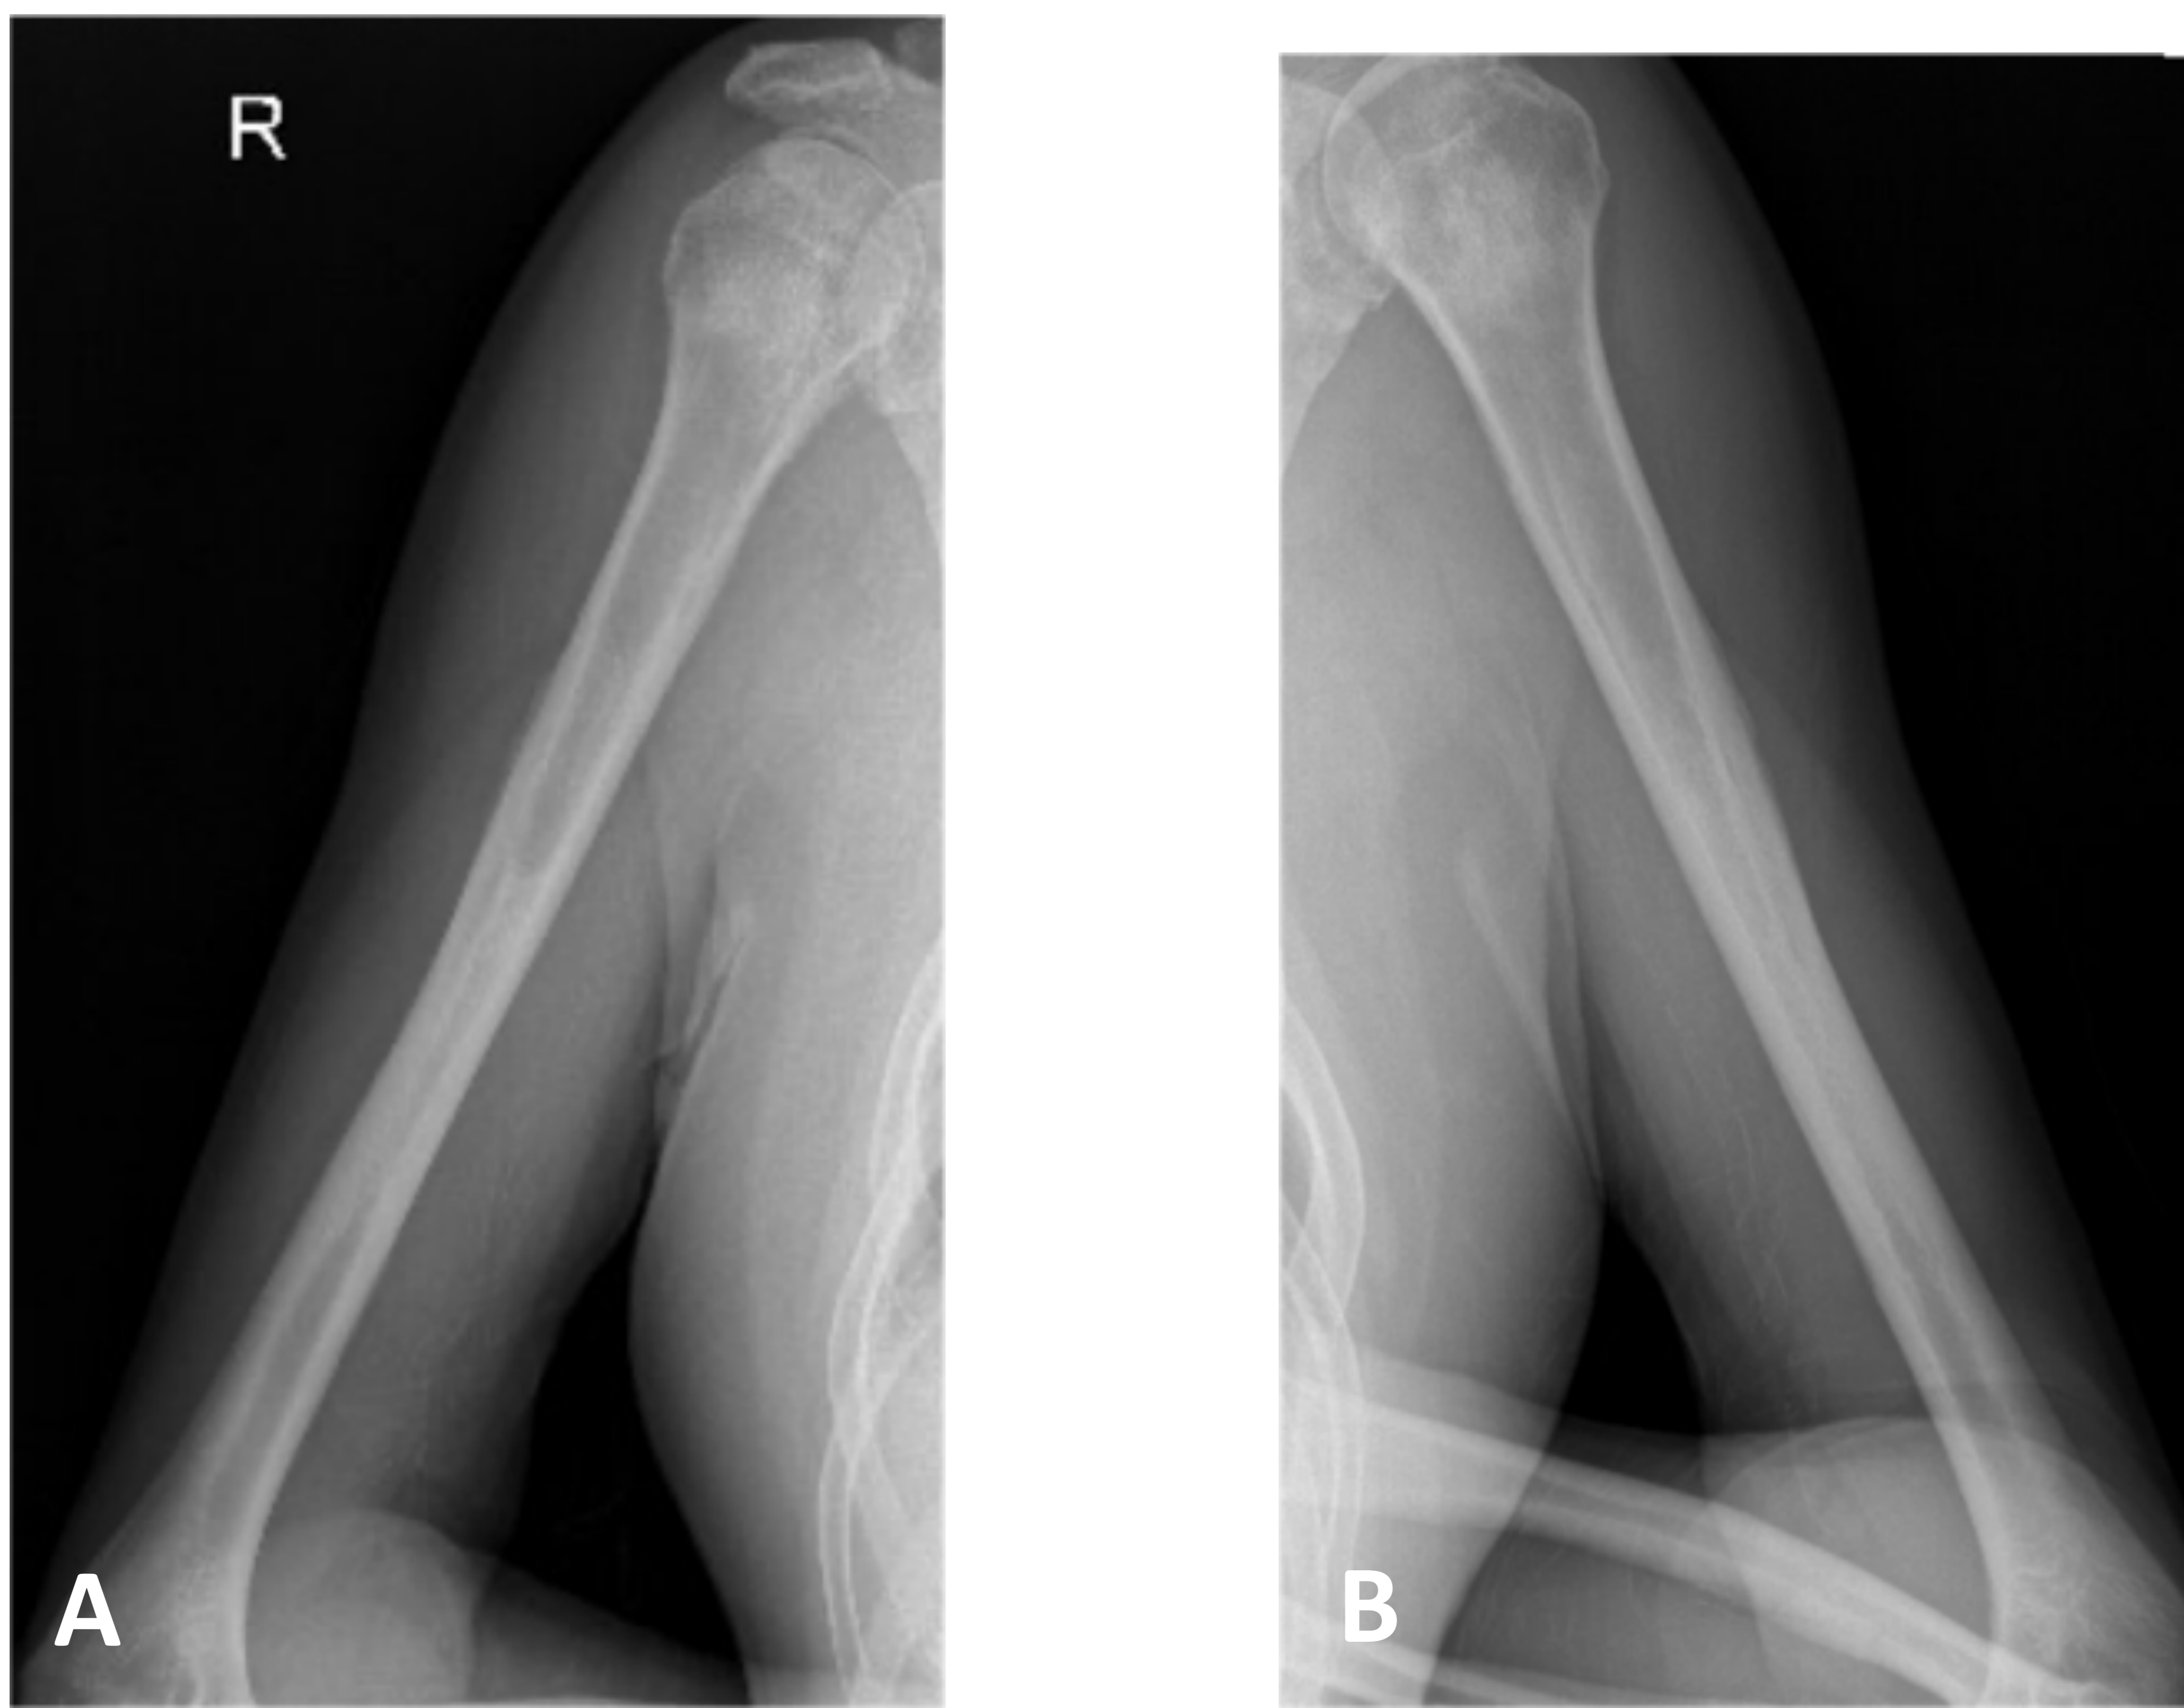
Radiografías de húmero derecho (A) e izquierdo (B) en las que se observa esclerosis bilateral en ambas diáfisis.
